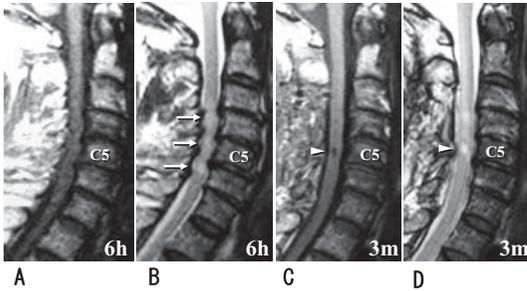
MRI診断でT1低信号/T2高信号の改善不良例
